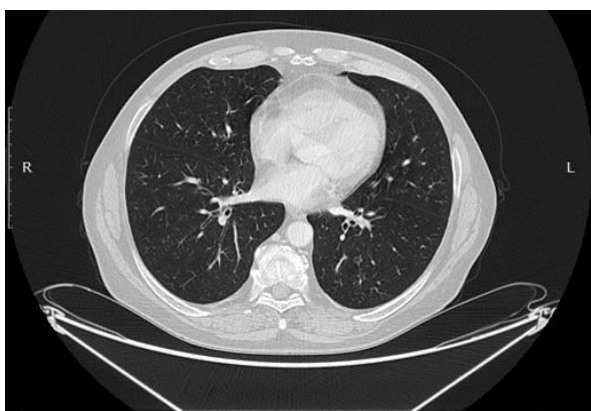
Tomografia komputerowa wykonana w dniu 11.07.2017 roku — przed rozpoczęciem leczenia systemowego
